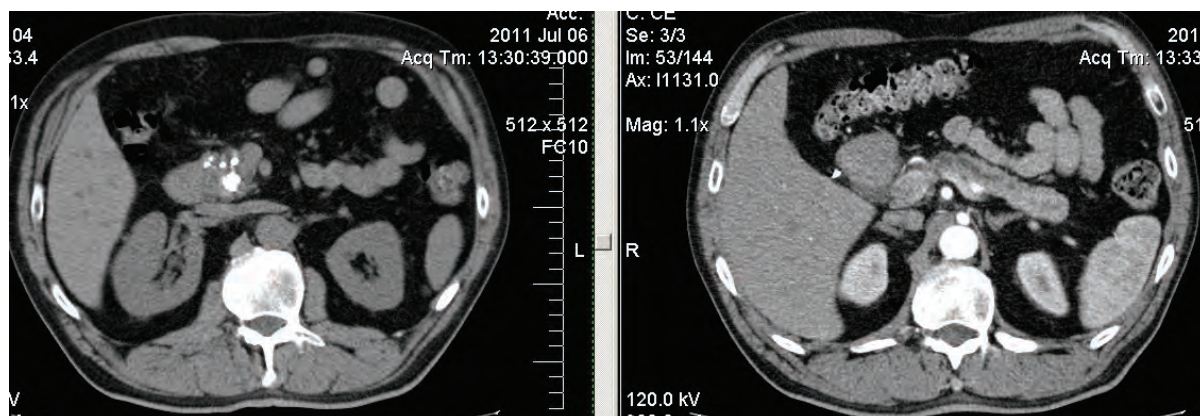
КТ-признаки хронического кальцифицирующего панкреатита, вирсунгоэктазии, умеренной внутривенной билиарной гипертензии.
